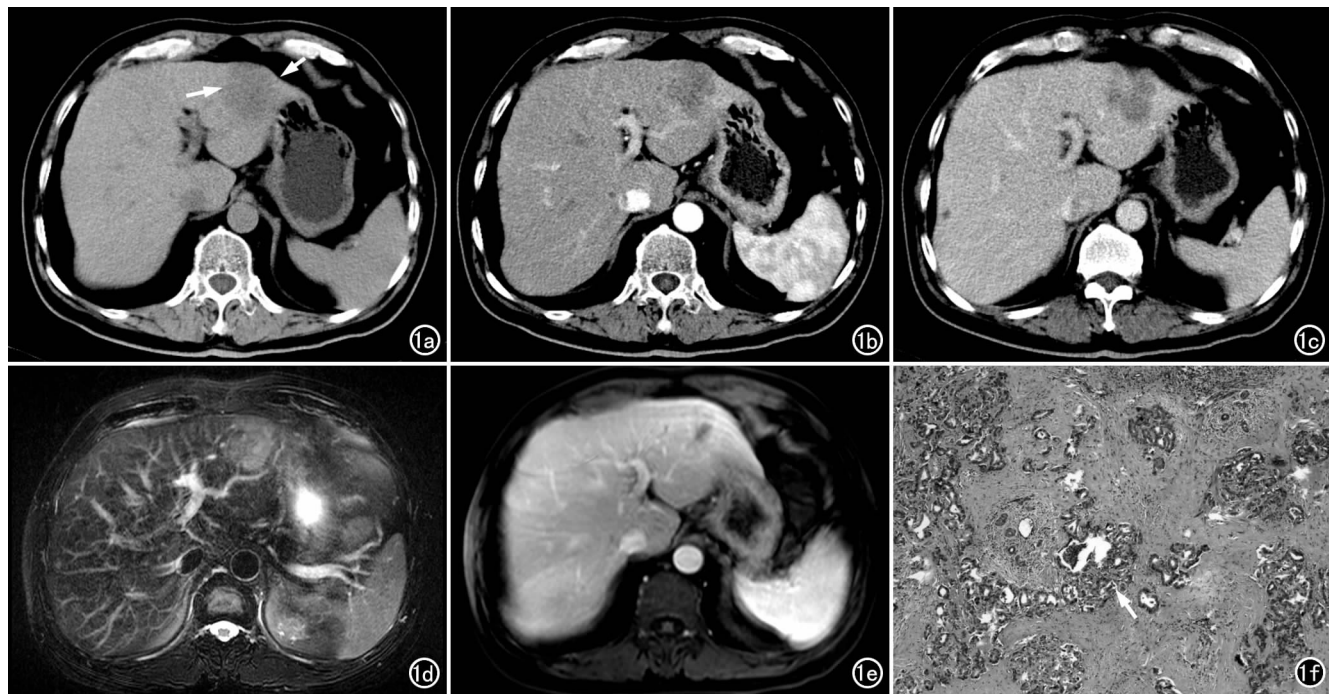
肝左叶 PCC。a) CT 平扫示肝 III 段内有一个低密度结节灶 (长箭), 边界欠清, 病灶周围肝内胆管无明显扩张, 邻近肝包膜局部凹陷 (短箭); b) 动脉期示病灶呈周边强化; c) 门脉期示对比剂向病灶中央扩散强化; d) $T_2\text{WI}$ 示病灶呈略高信号, 其内可见不规则条索状低信号; e) 增强扫描延迟期示对比剂逐渐向病灶中心扩散强化, $T_2\text{WI}$ 上病灶内不规则低信号区在延迟期可见强化; f) 镜下示肿瘤细胞呈立方形或扁平状, 排列为腺管状 (箭), 其间纤维结缔组织丰富 ($\times 100$, HE)。
